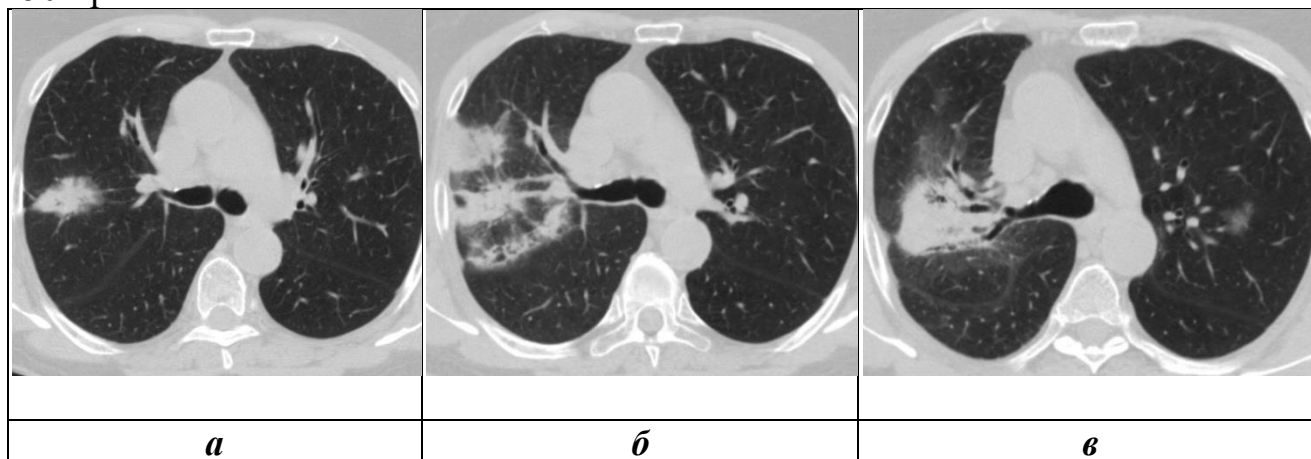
КТ пациентки Н., аксиальные срезы. а – до лучевой терапии, б – контрольная КТ сразу же после ЛТ, в – контрольная КТ через 3 месяца
